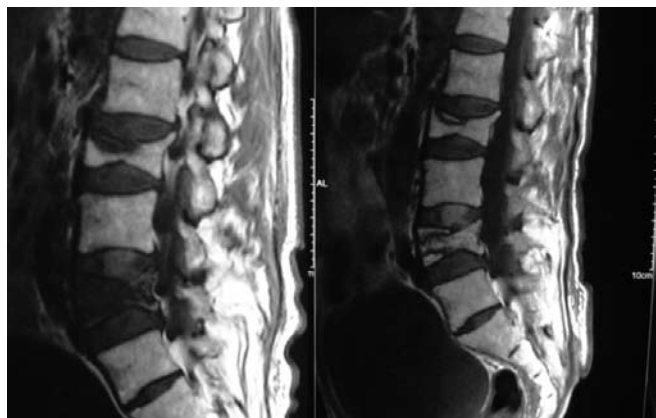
Sinal do líquido. Imagens de RM ponderadas em T2 no plano sagital. Colapso do corpo vertebral de L3 em paciente com história de neoplasia mamária. Observe a presença de hipersinal interposto à fratura, caracterizando o “sinal do líquido”, encontrado em fraturas benignas. Coexistem outros sinais sugestivos dessa etiologia, como a retropulsão do muro posterior e a preservação de parte da medula amarela normal do corpo vertebral nesse nível.
